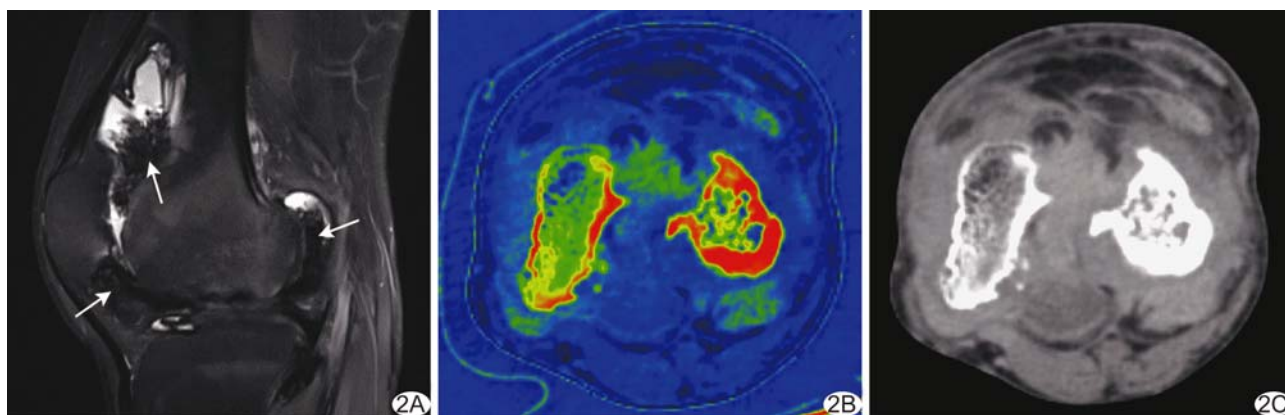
患者男,19 岁,血友病 A 型 A. 膝关节 MRI 含铁血黄素沉积分区,PDWI-FS 显示低信号(箭);B. 膝关节能谱 CT 伪彩标注的铁(水)基图像,可见含铁血黄素的铁沉积区染色(绿色区域);C. 65 keV 单能量图像,可见含铁血黄素的铁沉积高密度区
